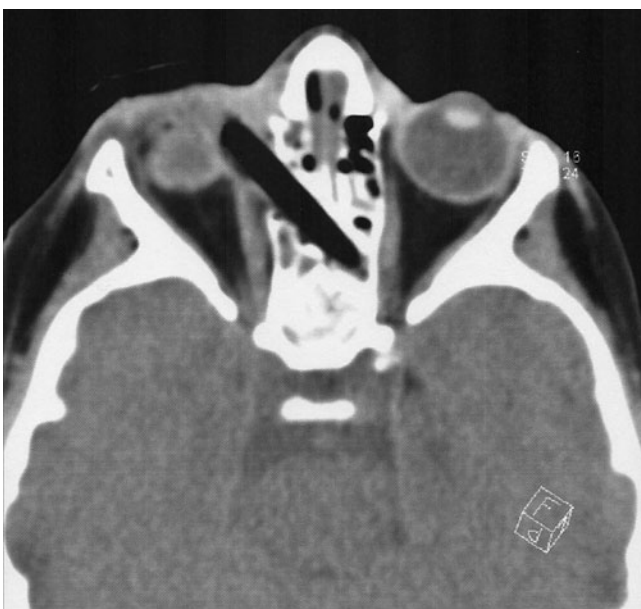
▲ CT des Schädels
